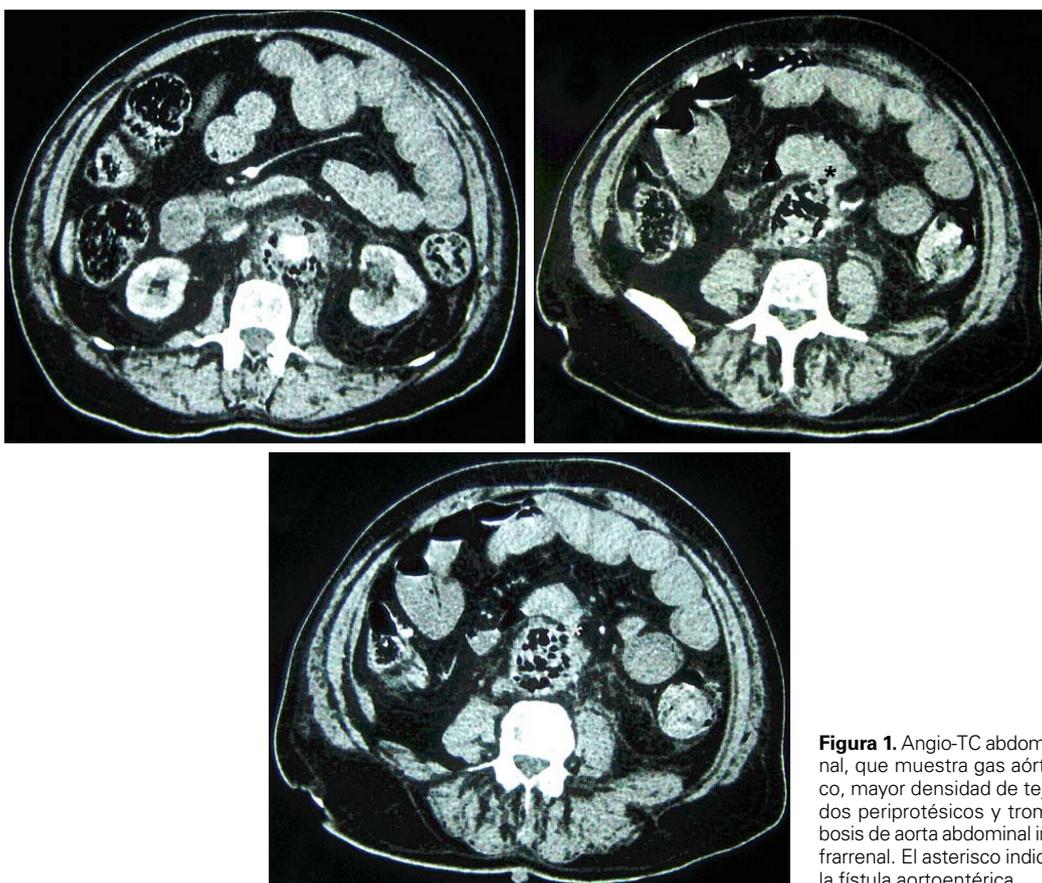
Angio-TC abdominal, que muestra gas aórtico, mayor densidad de tejidos periprotésicos y trombosis de aorta abdominal infrarrenal. El asterisco indica la fístula aortoentérica.
